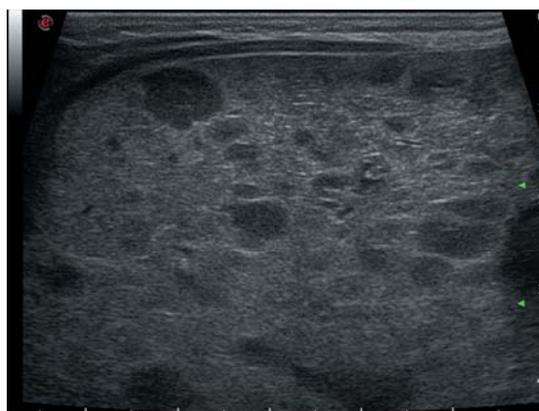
УЗИ печени с множественными гипоэхогенными включениями.
